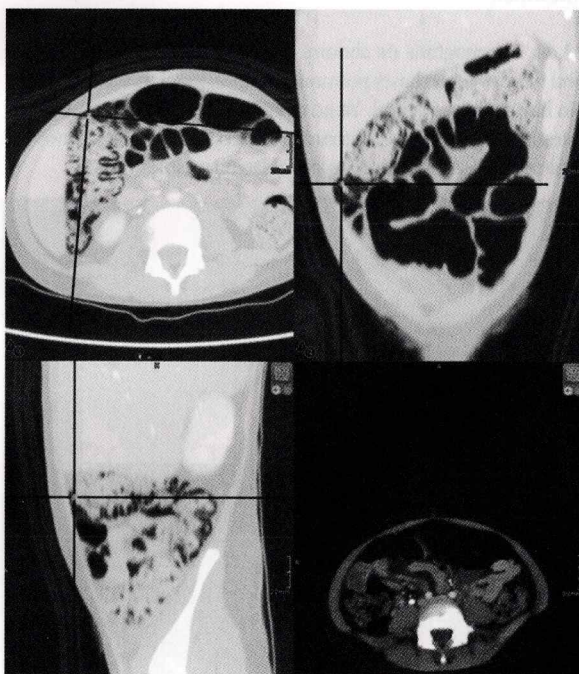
TAC DE ABDOMEN. neumatosis intestinal en hemicolon derecho.
